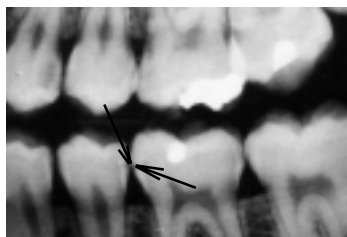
Кариозная полость II класса 35 и 36 зубов. Рентгенограмма.
